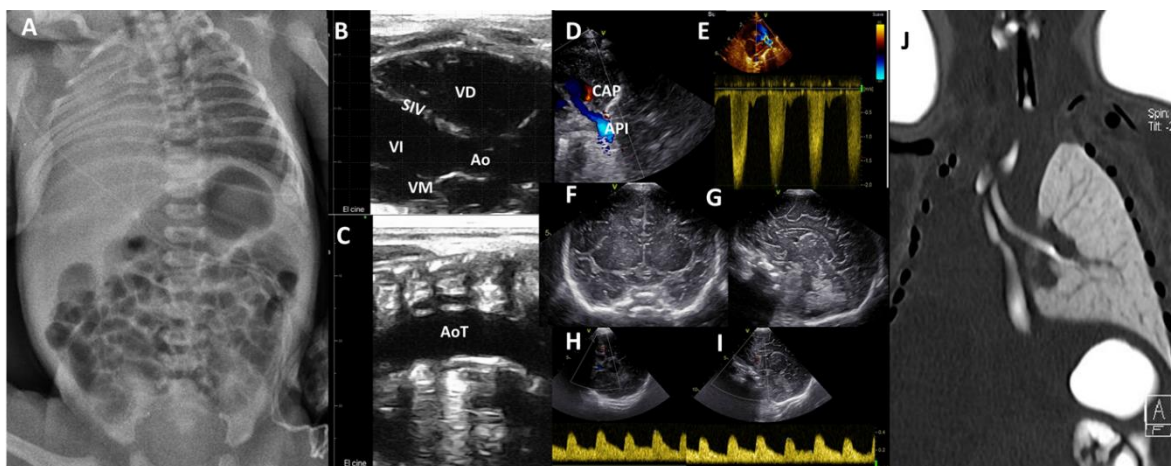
A. Placa de tórax mostrando radiopacidad del hemitórax derecho. Se realiza estudio con sonda lineal portátil identificando: B. Tórax anterior corazón desplazado (eje largo cardíaco). C. Tórax posterior donde se identifica vaso pulsátil (aorta torácica), ausencia de línea pleural y líneas A y no se identifican consolidaciones. Ultrasonido cardíaco y cerebral demostrando: D: Ausencia de arteria pulmonar y venas pulmonares derechas, únicamente identificando arteria pulmonar izquierda y conducto arterioso permeable. E. Doppler continuo de todo el flujo de la arteria pulmonar dirigiéndose por rama izquierda. F y G: Ultrasonido transfontanelar normal. H, I: Dopplers cerebrales normales, con tendencia a vasodilatación compensatoria. VD: ventrículo derecho, SIV: septo inter ventricular, VI: ventrículo izquierdo, Ao: aorta, VM: válvula mitral, AoT: aorta torácica, CAP: conducto arterioso permeable, API: arteria pulmonar izquierda. J. Agenesia de pulmón derecho y arteria pulmonar derecha, desplazamiento mediastinal hacia la derecha, pulmón izquierdo hiperinsuflado. Presencia de fistula traqueoesofágica.
